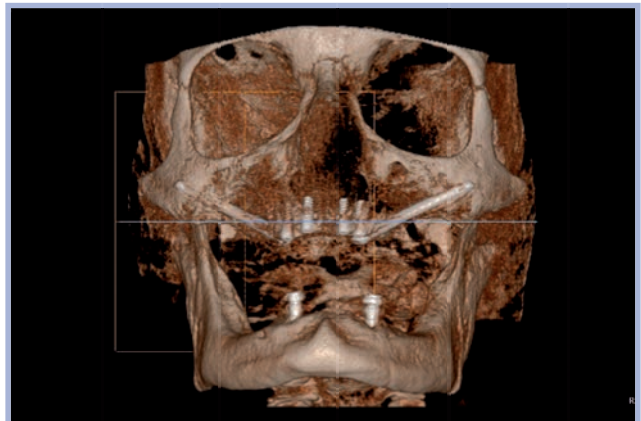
Controllo TC Cone Beam
